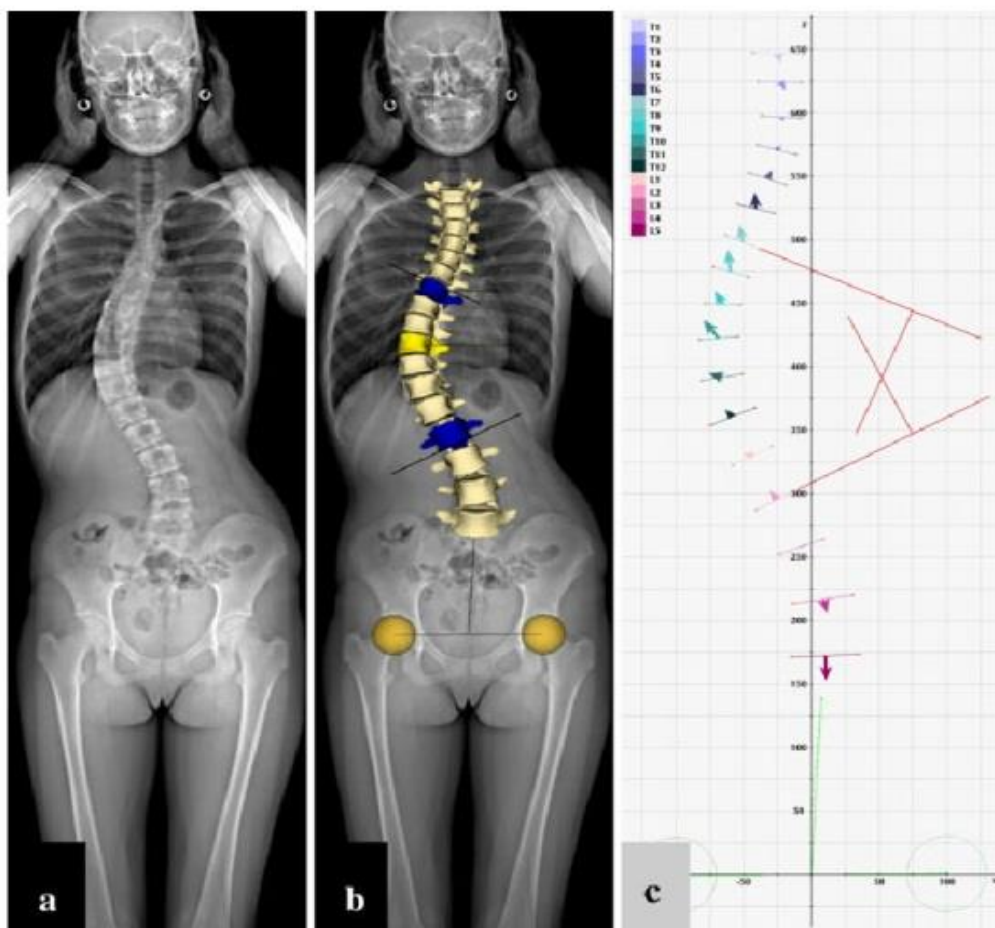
Radiographie par système EOS
